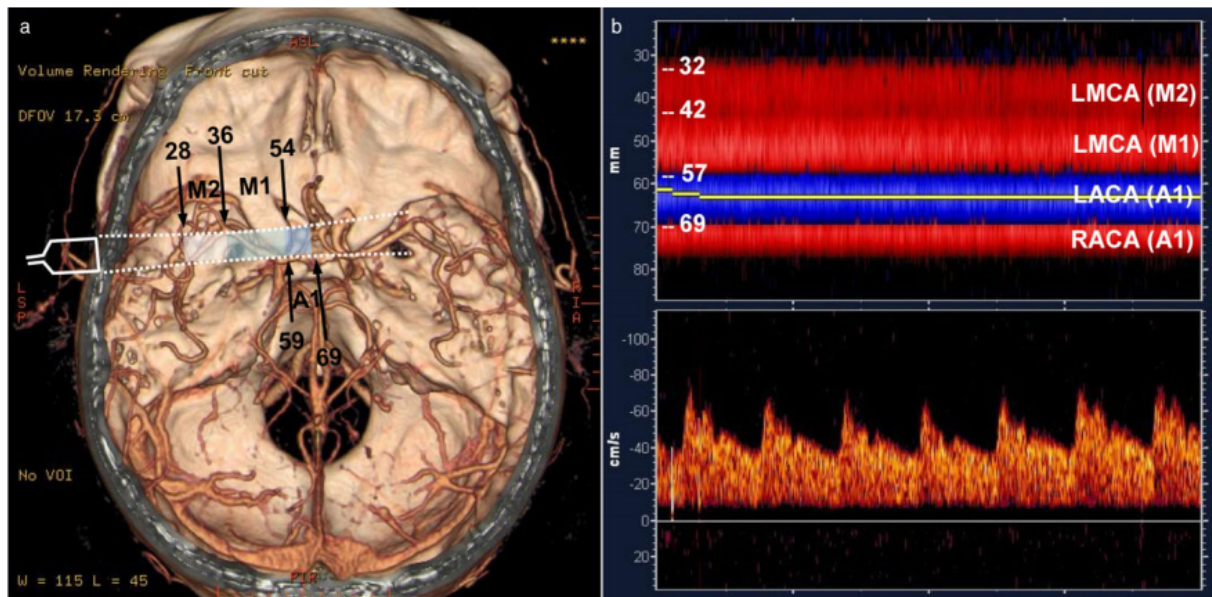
image obtenue en power motion doppler (PMD/DTC) (12)
